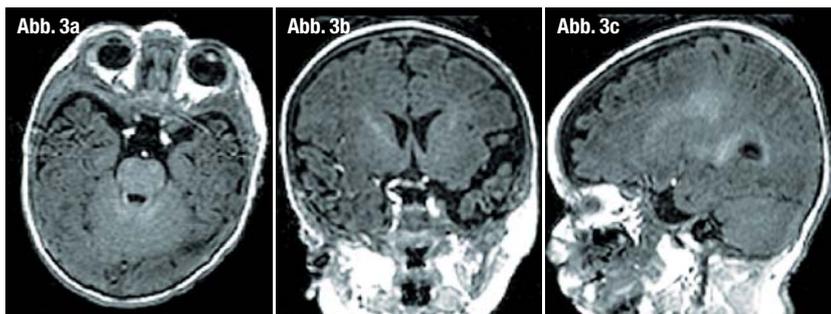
c\_MRT Datensatz eines Kinderschädels.
